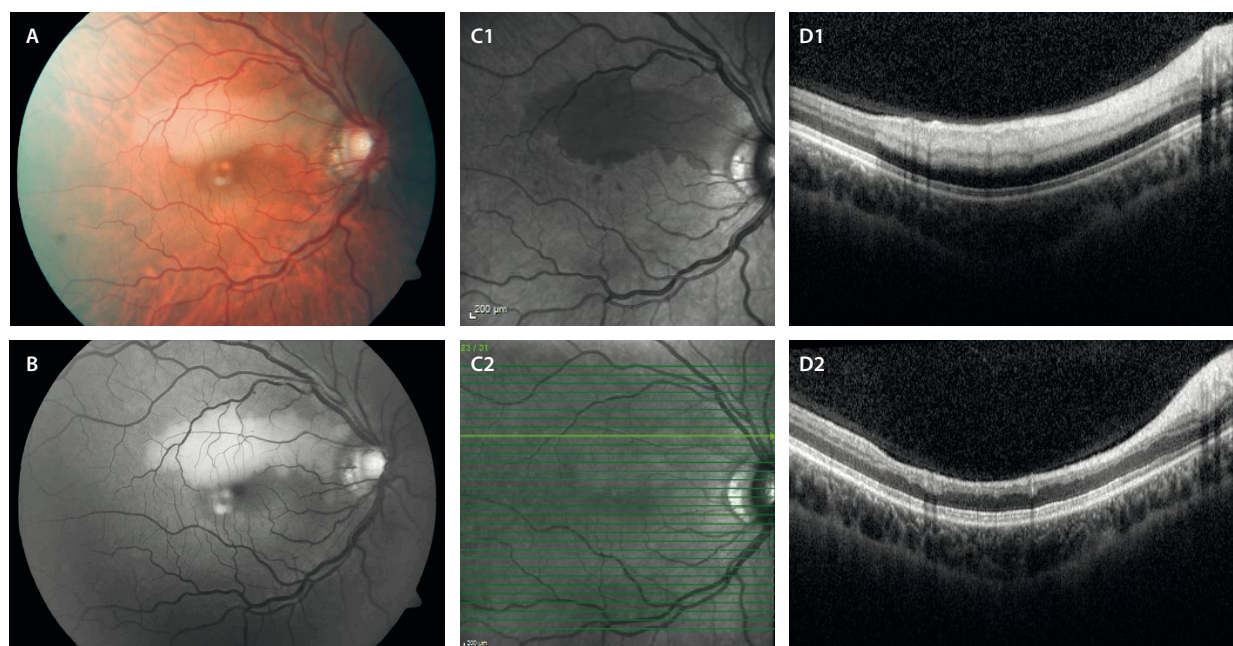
Oclusión de rama arterial retiniana. A) Retinografía que muestra el blanqueamiento alrededor de la primera rama arterial ocluida. B) La imagen aneritra resalta el área ocluida. En la fase aguda, la imagen cercana a la infrarroja (C1) refleja la isquemia como una hiporreflectividad sectorial que se correlaciona en la imagen de la tomografía de coherencia óptica (D1) con una hiperreflectividad de todas las capas internas de la retina. En la fase crónica, la imagen cercana a la infrarroja (C2) se normaliza y la imagen de la tomografía de coherencia óptica (D2) muestra un adelgazamiento de todas las capas implicadas.
